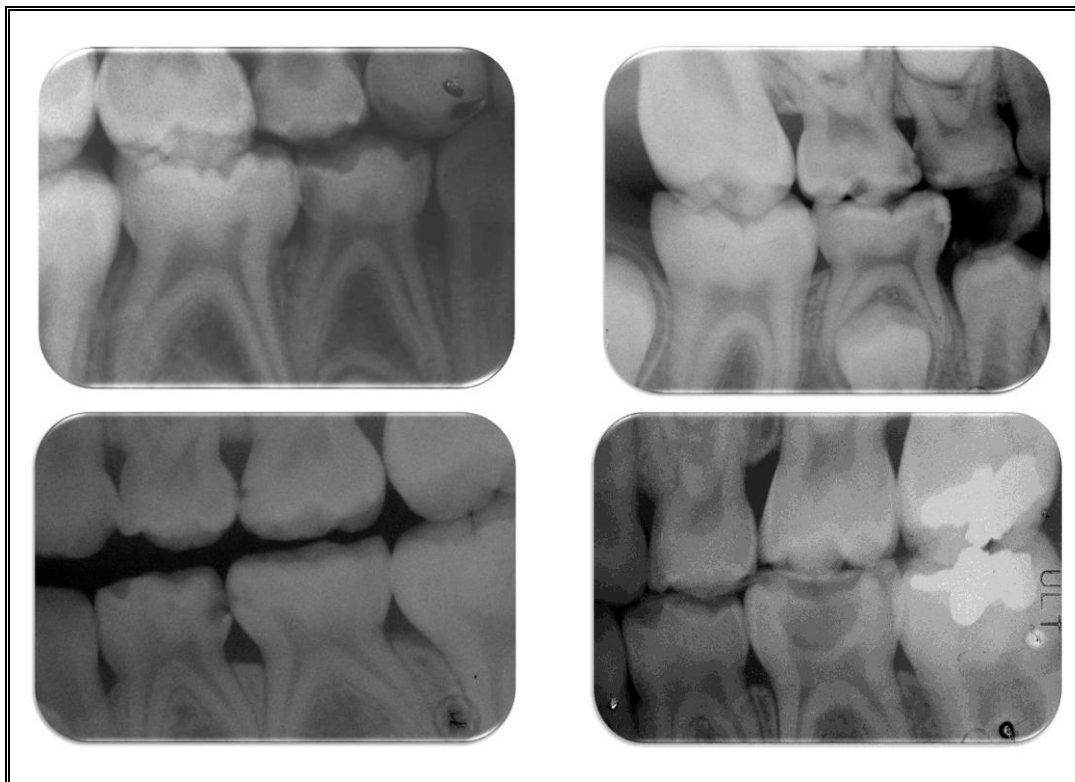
Radiografías intraorales en las que se pueden observar molares temporales afectados por lesiones de caries.
